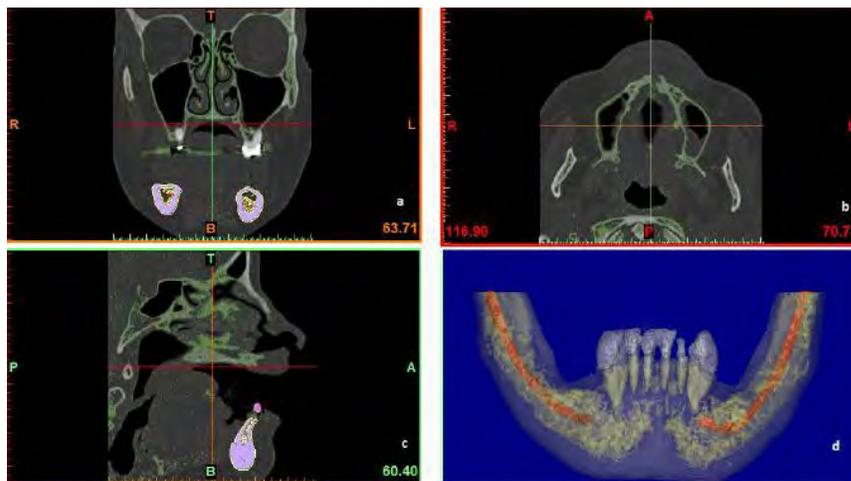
a, b y c. Visualización inicial de los cortes sagitales de la TAC. d. Imagen 3D de la mandíbula del paciente mediante el software.^{8,9}
